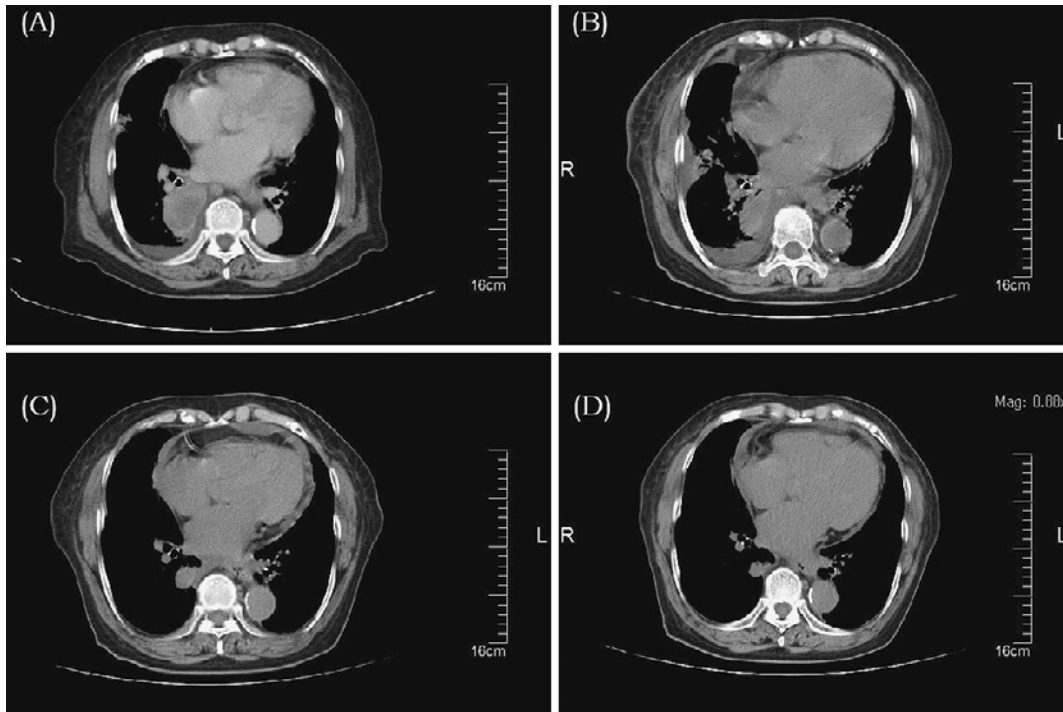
A) On admission, a tumor measuring 45 mm in diameter was present in the right S₆ of the lower lung lobe; B) Crizotinib was discontinued due to side effects on admission day 11. Contrast-enhanced computed tomography was not performed due to an elevated serum creatinine level; however, the tumor had already shrunk to 39 mm in diameter; C, D) Crizotinib therapy remains active, maintaining a partial response on CT in the third and fifth months of treatment, respectively.
